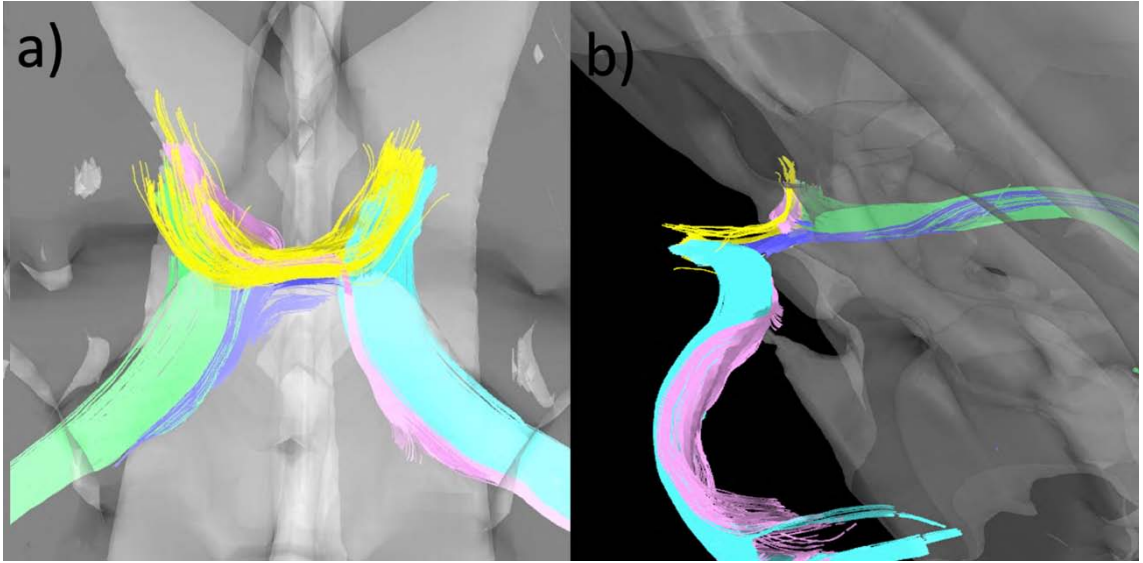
Optik kiazma traktografisinin superiordan görünümü. a) pembe ile boyalı lifler sol çapraz yapan optik sinir lifleri b) mor ile boyalı lifler sağ çapraz yapan optik sinir lifleri
